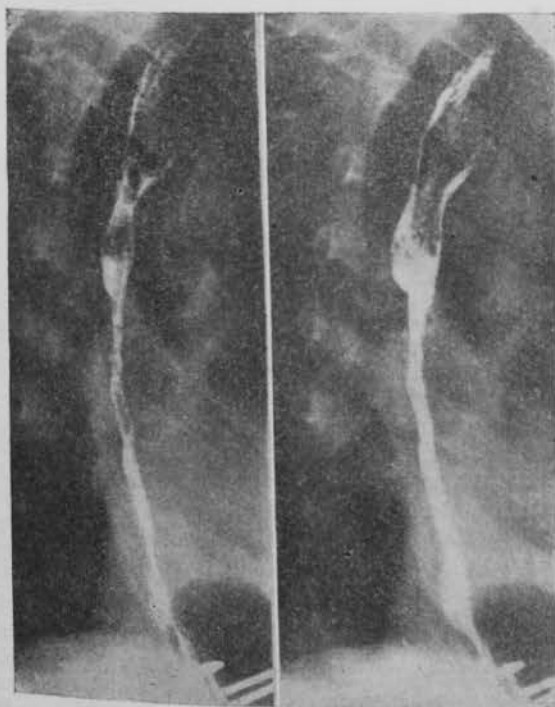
Caso 1. Radiografía postoperatoria.
